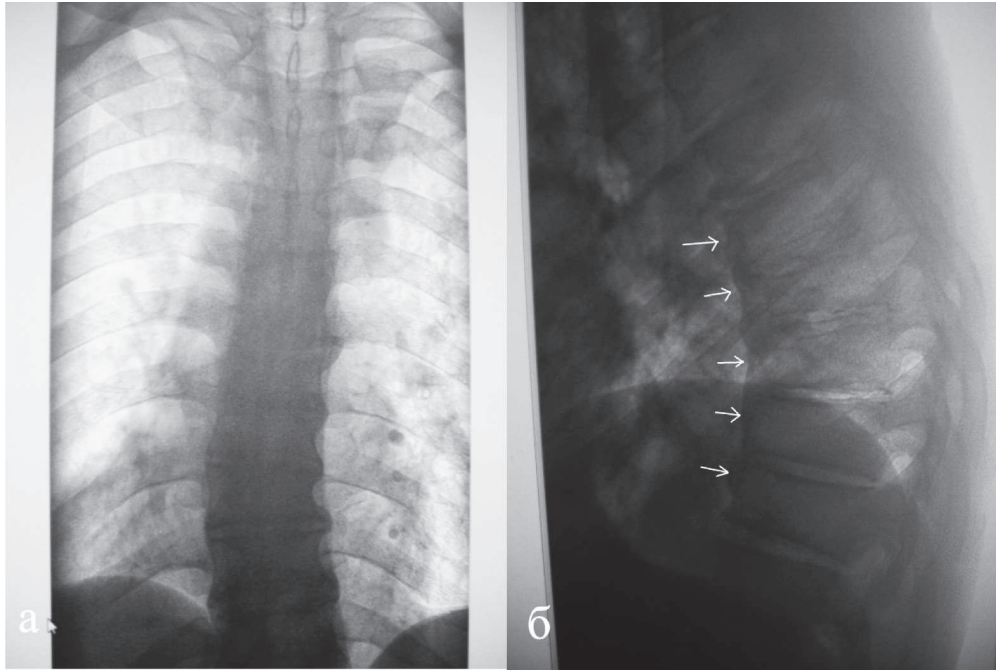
Рентгенограмма изменений в шейном и грудном отделах позвоночника
